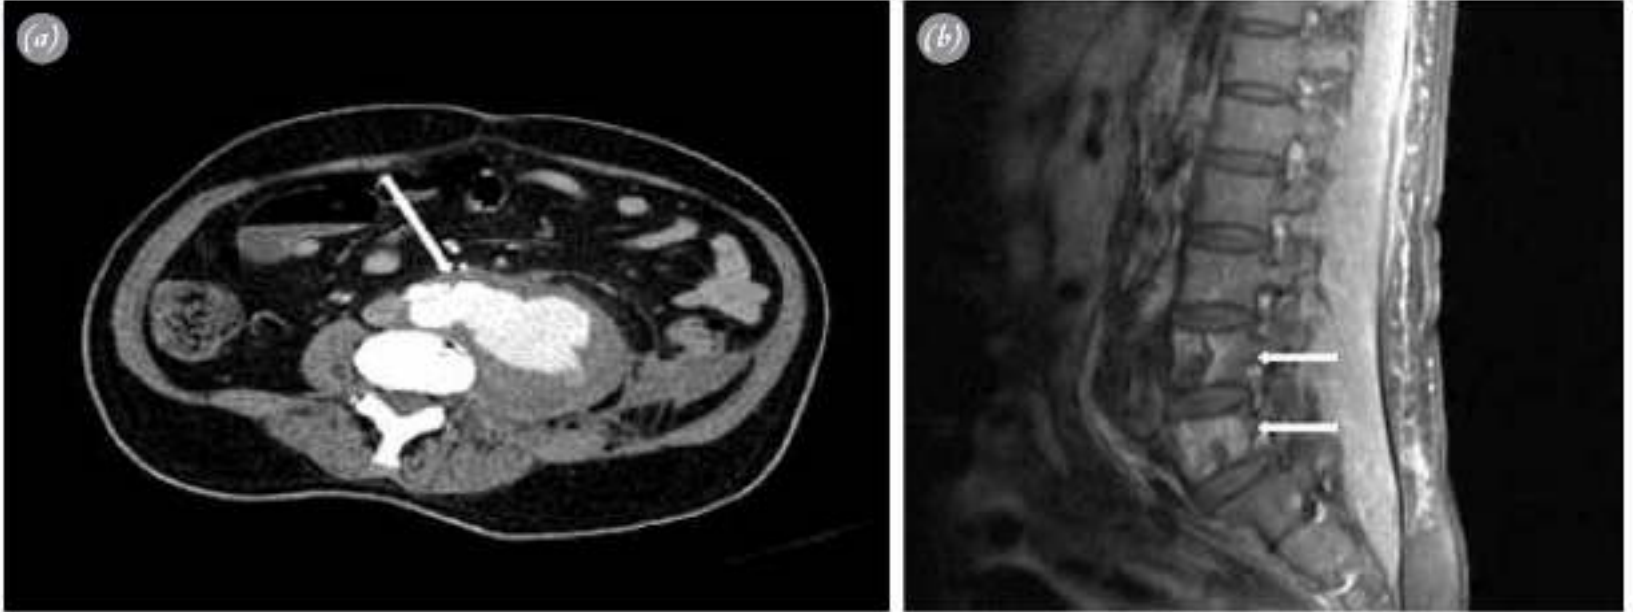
(a) Abdominal contrast-enhanced CT image shows left iliac artery rupture and pseudoaneurysm (arrow). (b) Lumbar contrast-enhanced MR image shows contrast enhancement of corpus of L4 and L5 vertebrae due to spondylodiscitis (arrows).
